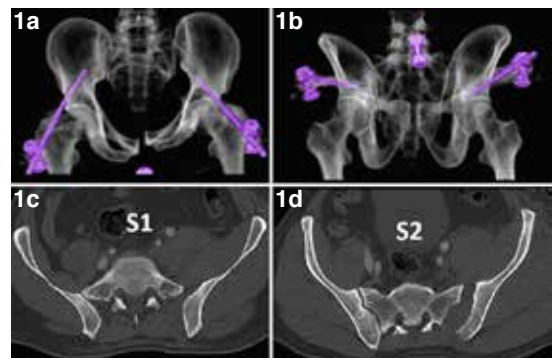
Paciente con fractura de pelvis inestable; disyunción sínfisis del pubis y sacroilíaca izquierda (AO/OTA C1.2A2) (a). Dismorfismo sacro evidente en la reconstrucción de TC en 3-D (b) lo que origina un corredor S1 oblicuo y corto (c). El corredor S2 es de mayor diámetro y longitud (d).
